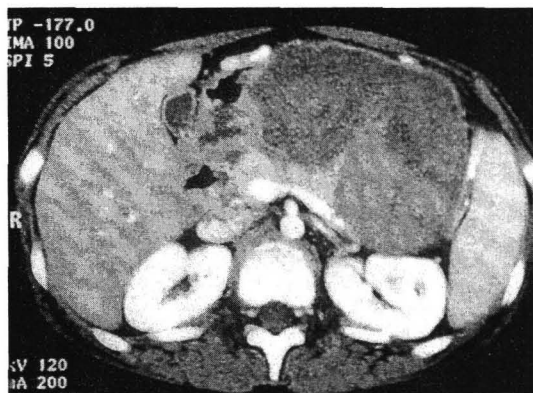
Abdominal CT finding of the Case 2. A huge mass was composed with two portions with well encapsulation, one hemorrhage and the other hemorrhage and necrosis.
